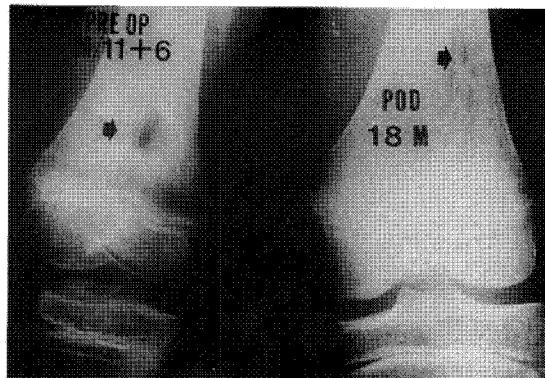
The initial roentgenogram of 11 years and 6 months old male shows type 1 subacute osteomyelitis of the distal femur. Radiograph of postoperation 18 months shows remnant of lesion on the more proximal portion comparing with initial film.
